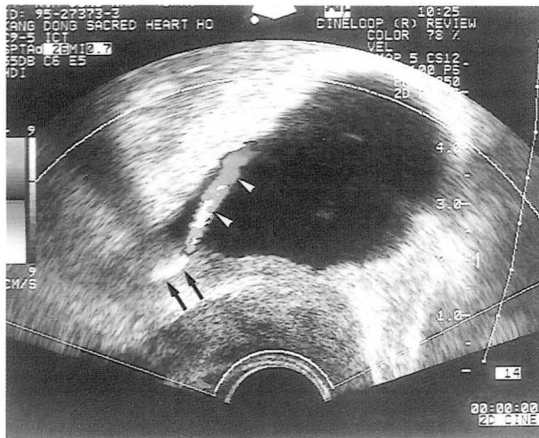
Normal ureteral jet in 46-year-old-man with right flank pain. Sagittal scan of TRUS with color Doppler imaging shows a calculus (arrows) at the right ureterovesical junction and a normal periodic ureteral jet (arrowheads).
